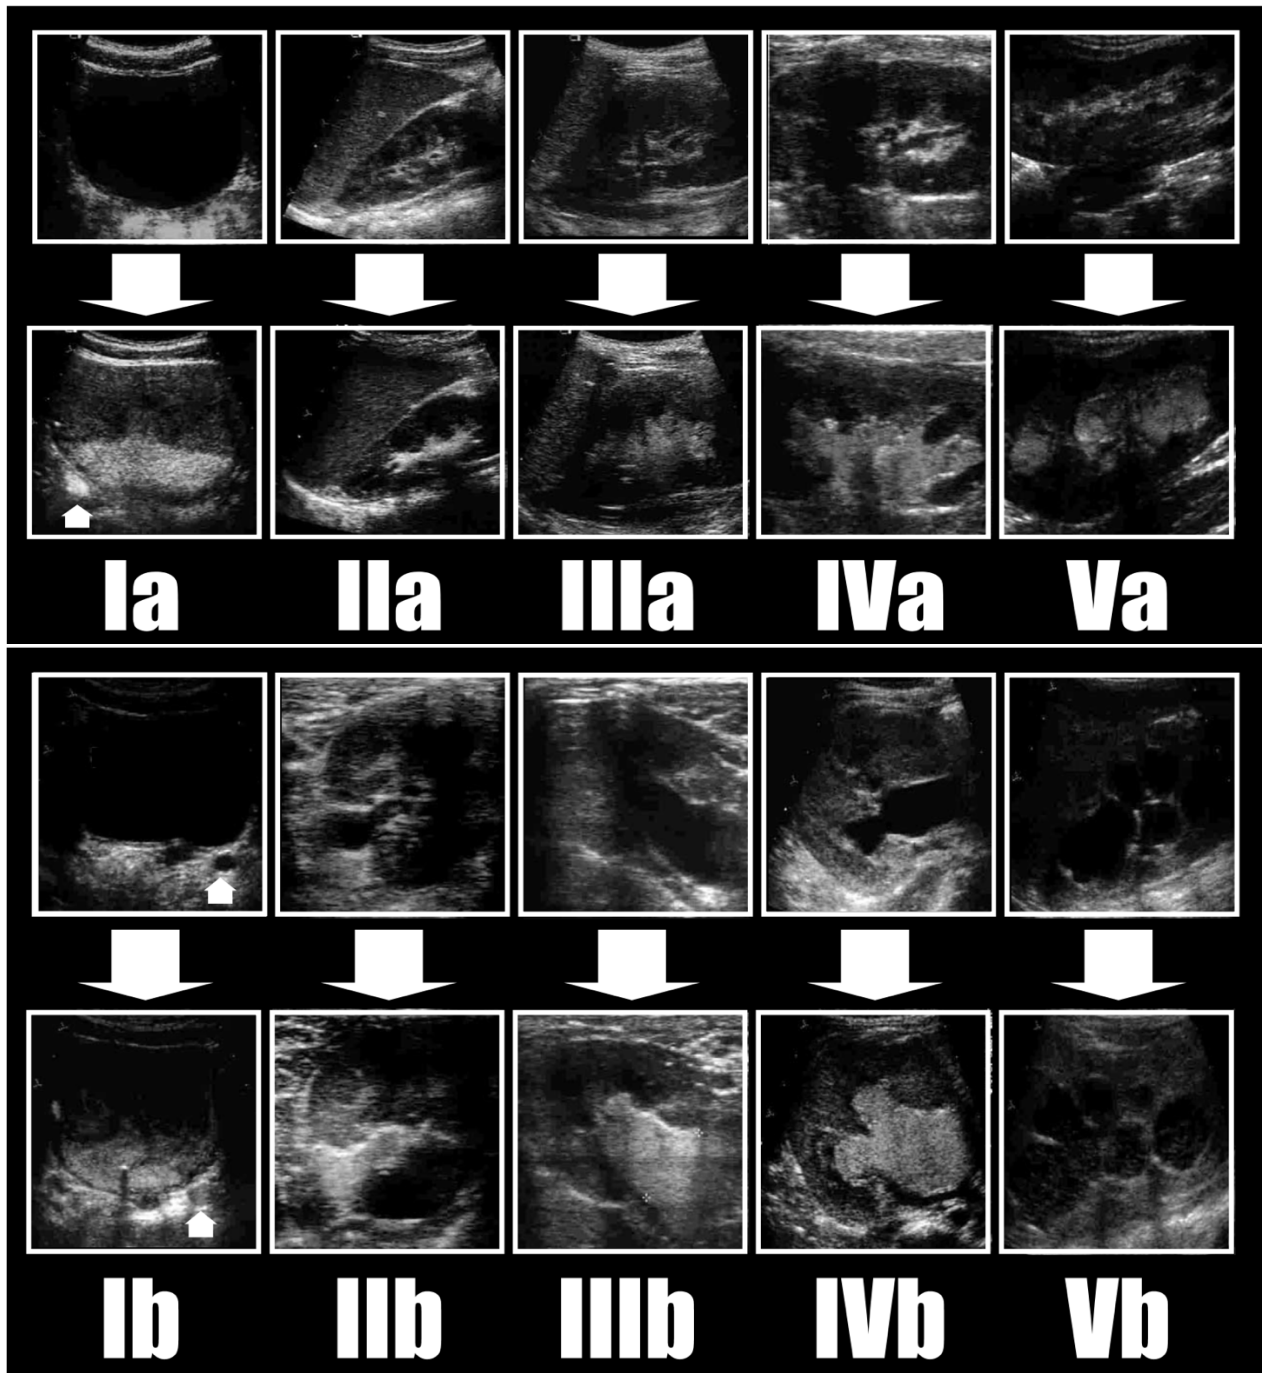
Classification des RVU en CEVUS selon K. Darge et J. Troeger. RVU avec un uretère primitivement non dilaté (a) et dilaté (b). La série d'image de la ligne supérieure est réalisé avant instillation du produit de contraste échographique et la série inférieure au moment du reflux. (51)
